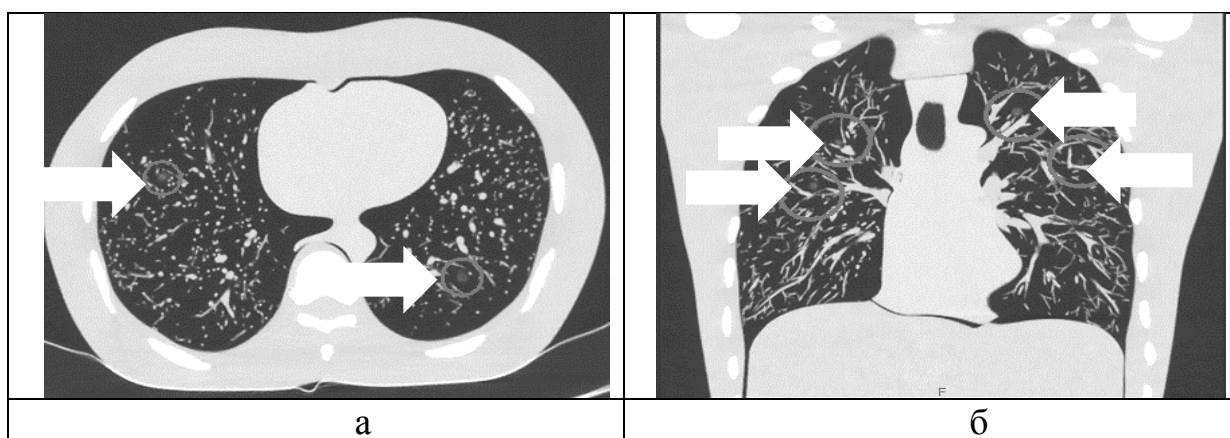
КТ-изображения имитаторов очагов в фантоме. В легких визуализируются очаговые уплотнения по типу «матового стекла» (указаны стрелками)
